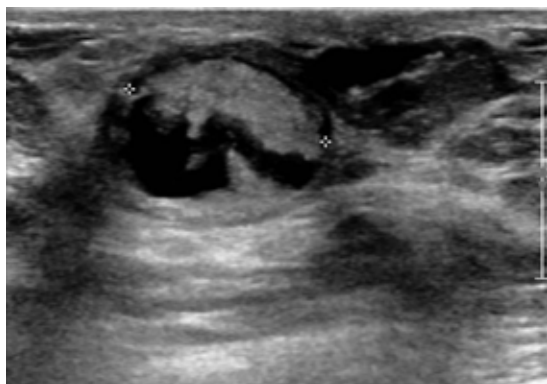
Mujer 68 años, con eritema, dolor y retracción del pezón. En ultrasonido se visualiza un nódulo sólido quístico retroareolar derecho, no vascularizado.
